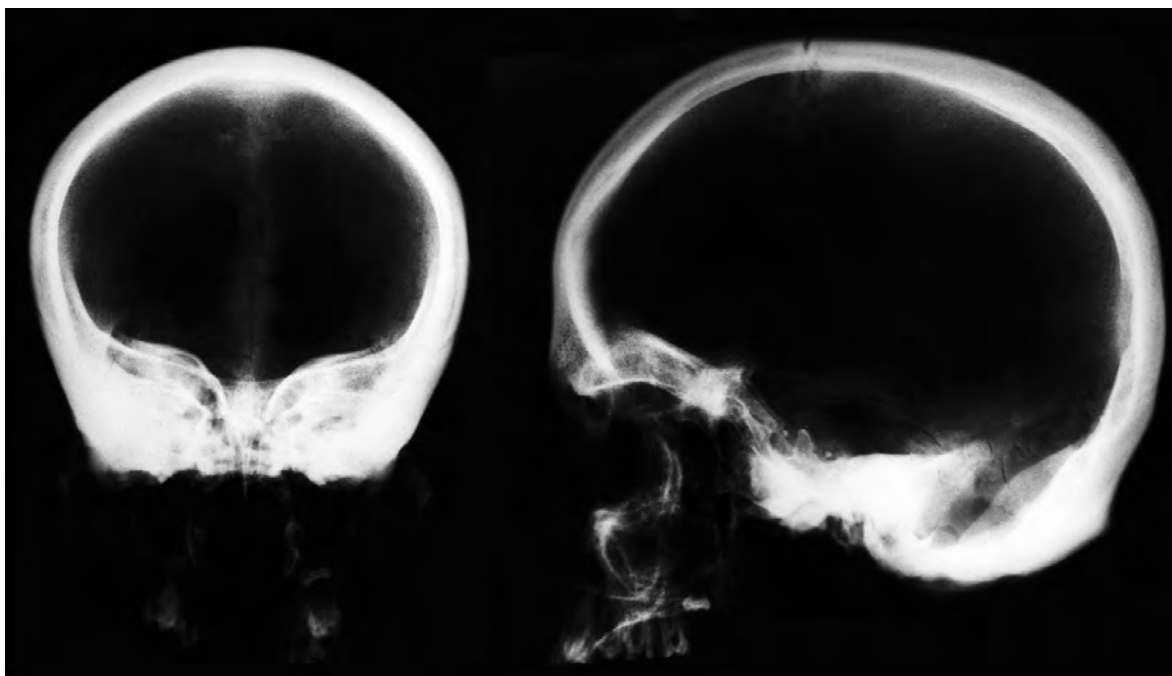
Radiografies del crani de La Olmeda.
